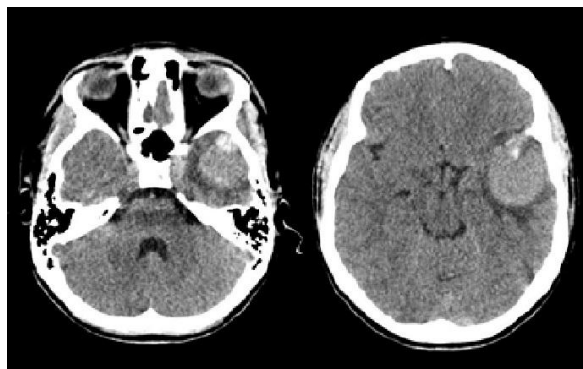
Tomografia computadorizada no corte axial, evidenciando formação nodular expansiva de aspecto heterogêneo com calcificação grosseira e irregular central circundada por edema na região temporal esquerda.
